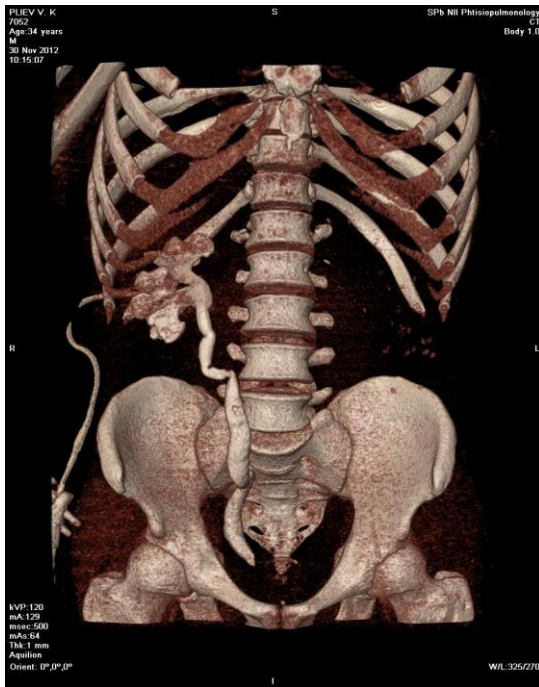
Компьютерная томограмма больного П., 34 года, при поступлении: определяются дилатированный «четкообразный» мочеточник со стриктурами, уретерогидронефроз справа, нефростома
